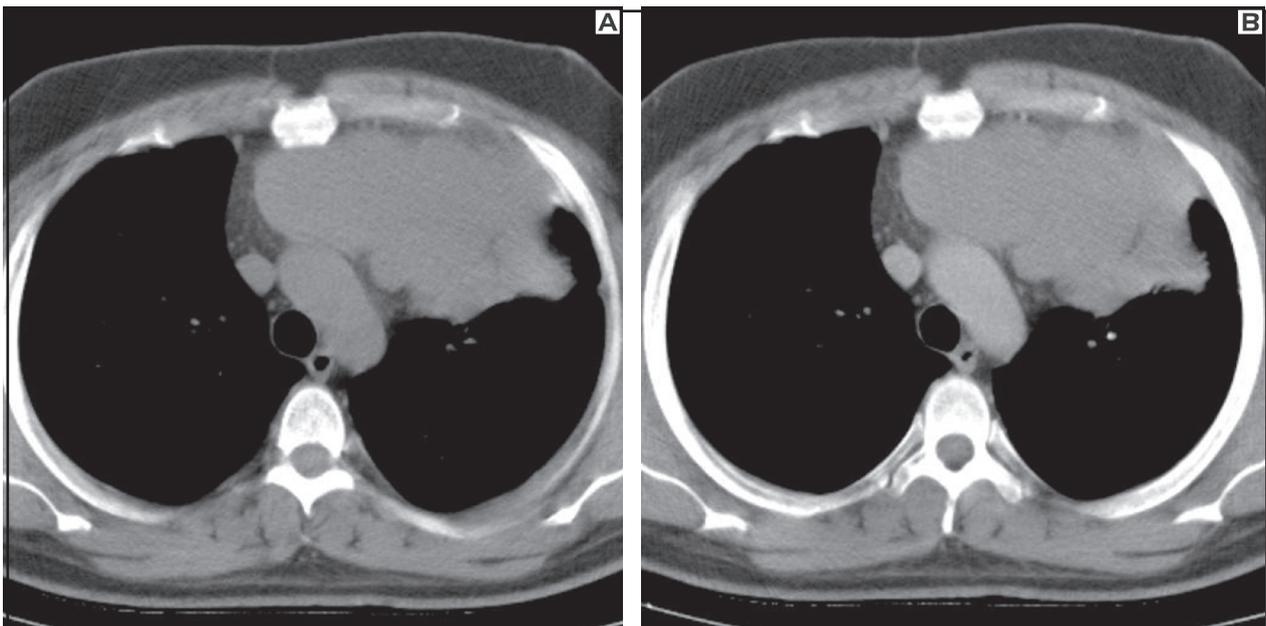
Tomografia de tórax em janela de mediastino, antes e após a administração de contraste venoso iodado, mostra massa em mediastino anterior, com densidade de partes moles, homogênea, limites bem definidos, contornos lobulados, que não invade estruturas adjacentes (vasos mediastinais, parênquima pulmonar e parede torácica), com impregnação discreta pelo meio de contraste e área de baixa atenuação na periferia. Não se observa linfonodomegalia.
